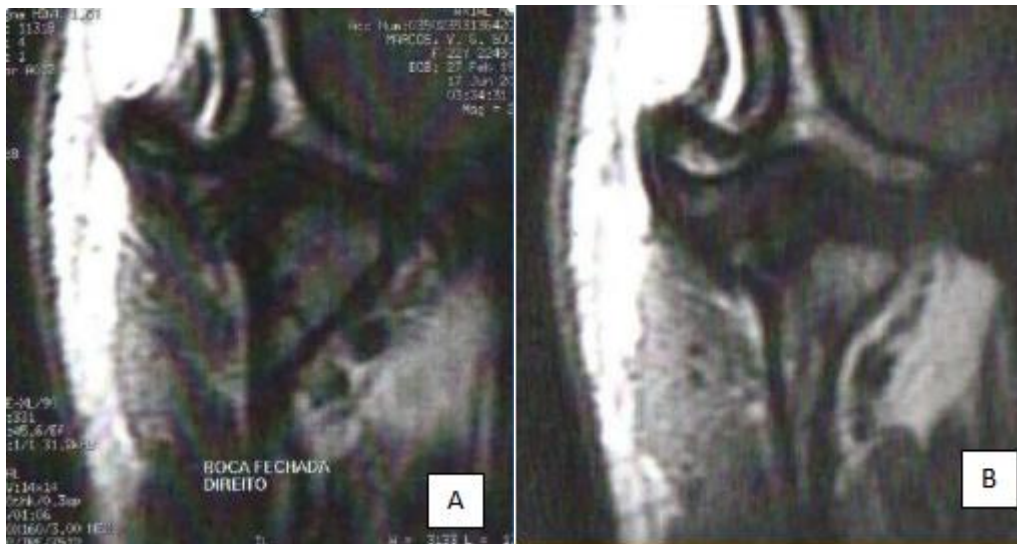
Imagem de ressonância magnética da articulação temporomandibular direita
